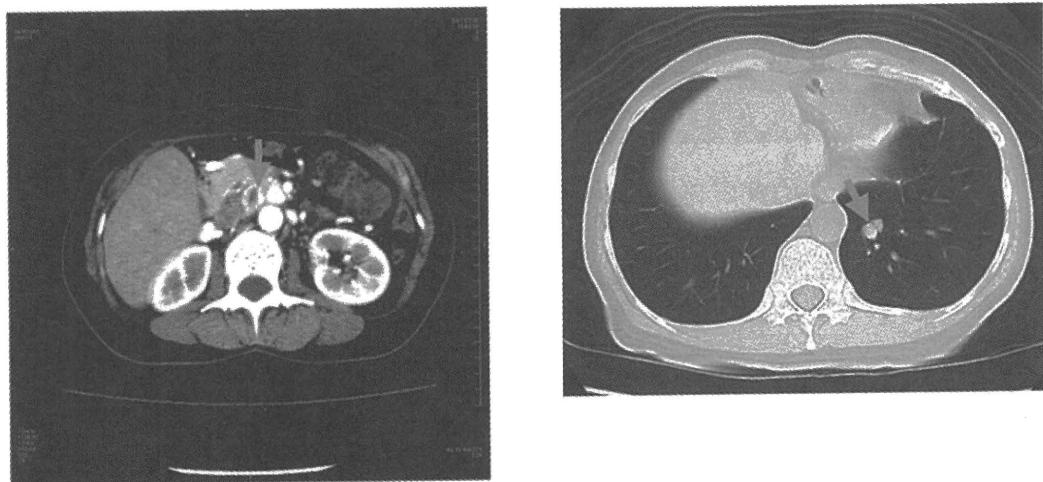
平成 19 年腹部造影 CT（左）と胸部単純 CT 検査（右）
